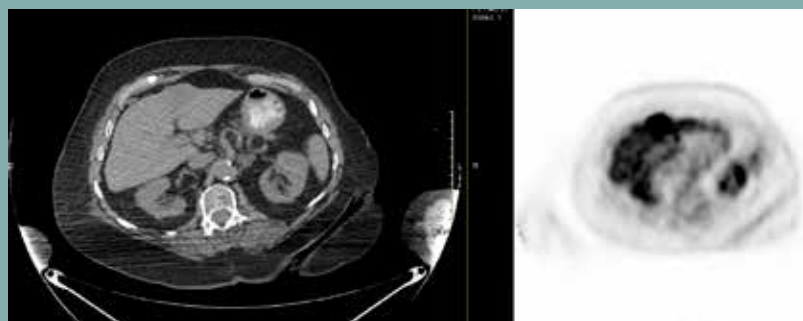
Images d'une coupe de PET-scan d'une oligométastase hépatique.
